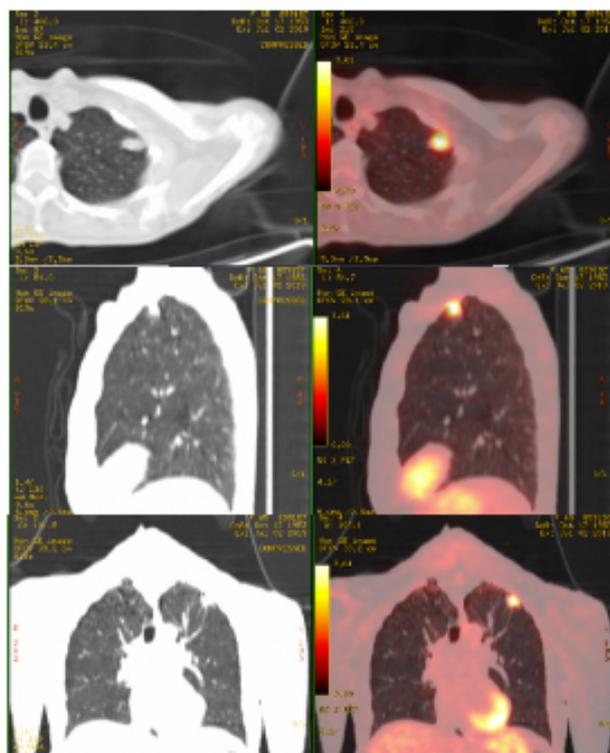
Imágenes de PET-TC de control a los 2 meses, que muestra el nódulo cavitado periférico, ya conocido, en LSI-ápex de 14x8mm, con cola y retracción pleural, además de captación patológica (SUVmax de 4). Se aprecia enfisema centroacinar y paraseptal con bullas asociadas de predominio en LLSS. Tractos pleurales bibasales y micronódulos pulmonares bilaterales de 3-4mm, dos en LSD y uno en LSI. No se aprecian adenopatías mediastínicas.
